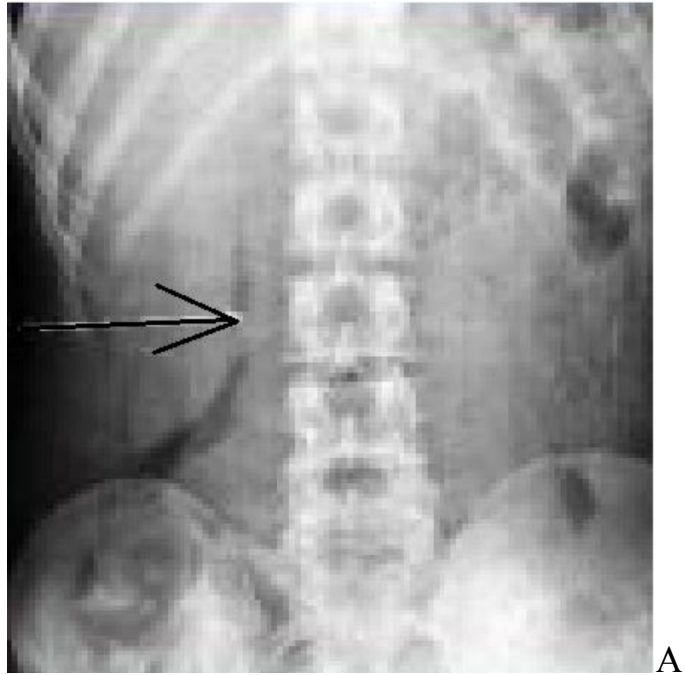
Оглядова пряма рентгенограма черевної порожнини (лежачи на спині). Визначають наявність вільного газу в заочеревинному просторі; при контрастуванні – вихід контрастної речовини за межі дванадцятипалої кишки в заочеревинний простір (стрілка).
